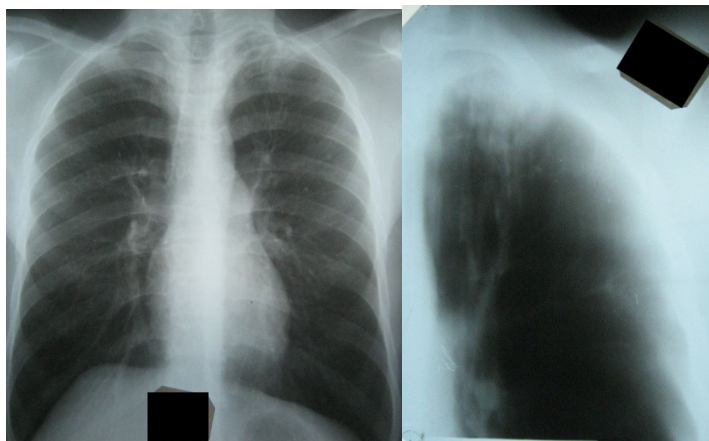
Рентгенограмма и томограмма (4см) больного А. при поступлении
